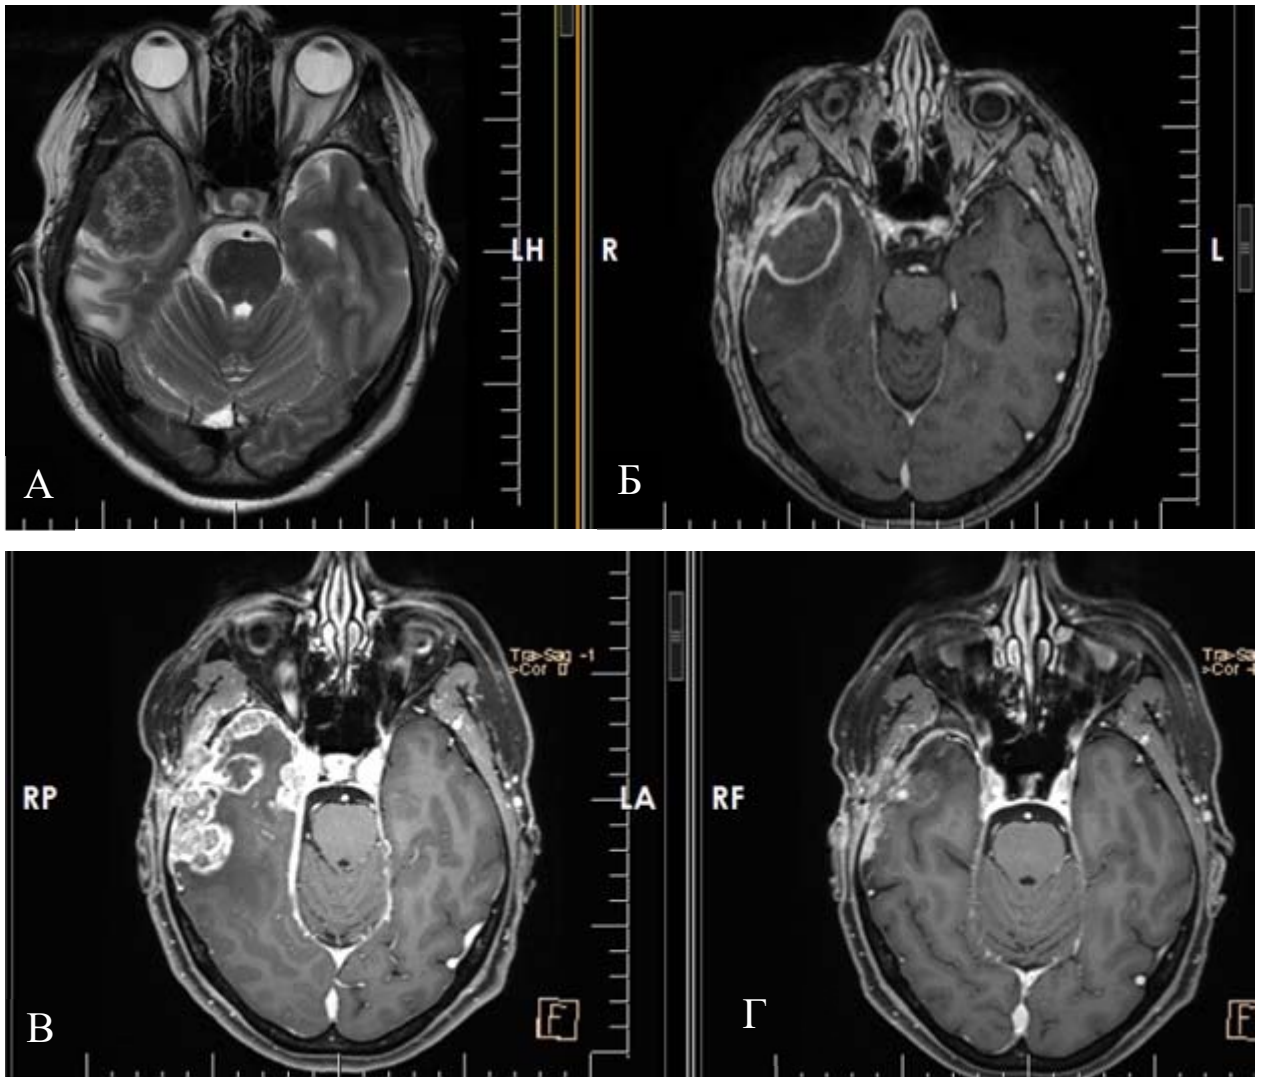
МРТ головного мозга пациентки К.:
